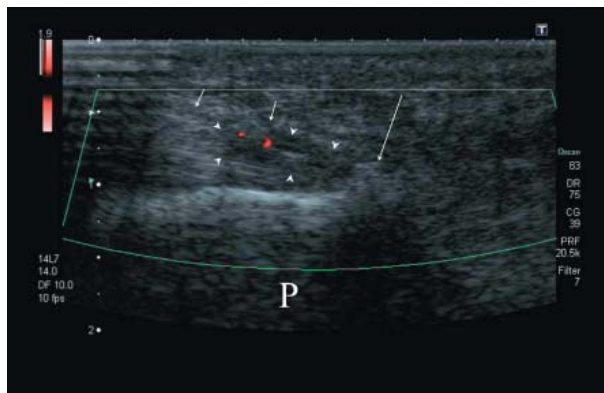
Ultrasound of the Achilles tendon, longitudinal scan. Short arrows – tendon's outline; arrowheads – the scar zone of the injured tendon; red spots – moderate hypervascularisation in a scar; long arrow – zone of intrastructural mineral infiltration straight neighboring the enthesis (partially permeable for ultrasound)
